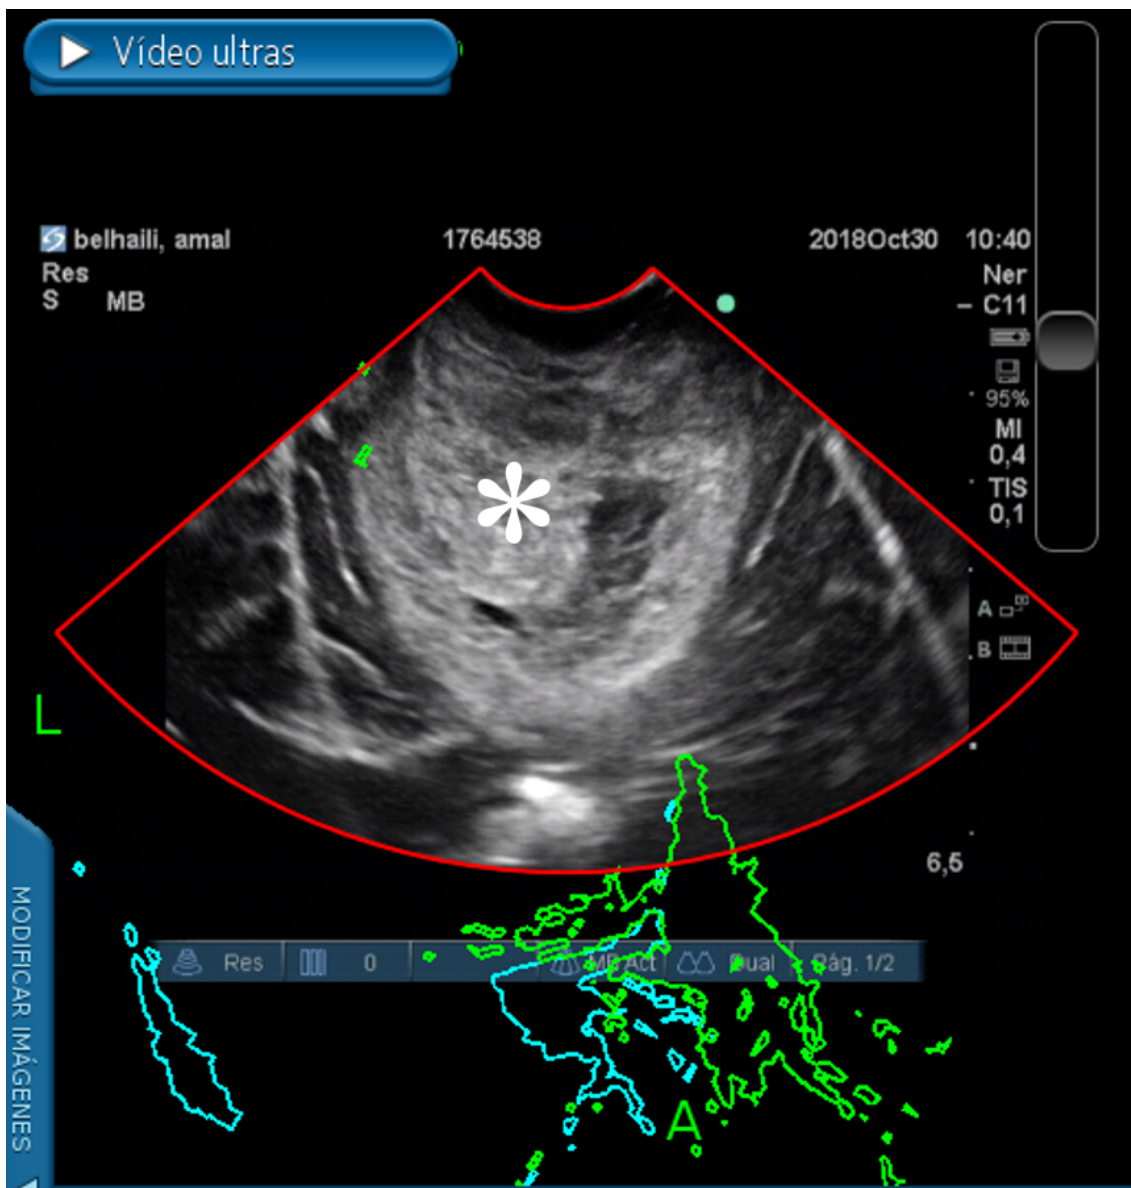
En esta imagen de ecografía cerebral intraoperatoria (iUS) se aprecia una imagen hiperecogénica (blanca) central con forma redondeada que corresponde a un tumor cerebral (asterisco blanco). Se aprecia el centro hipocogénico (oscuro) en el centro que corresponde a un área de necrosis tumoral.
